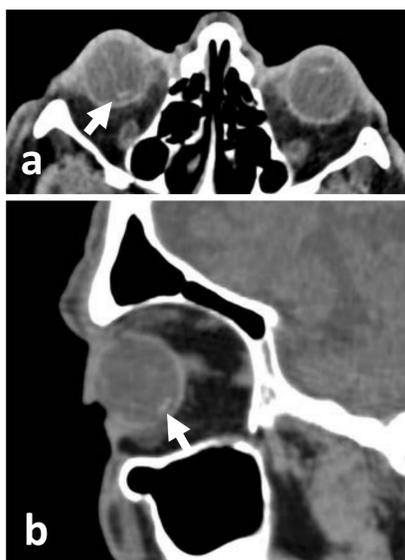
Ejemplo de migración de dispositivos médicos. (a, b) TC craneal, ventana de partes blandas, axial y sagital. Lente intraocular bilateral, bien posicionada en el ojo izquierdo, y en el fondo del globo ocular en el ojo derecho (flechas).
